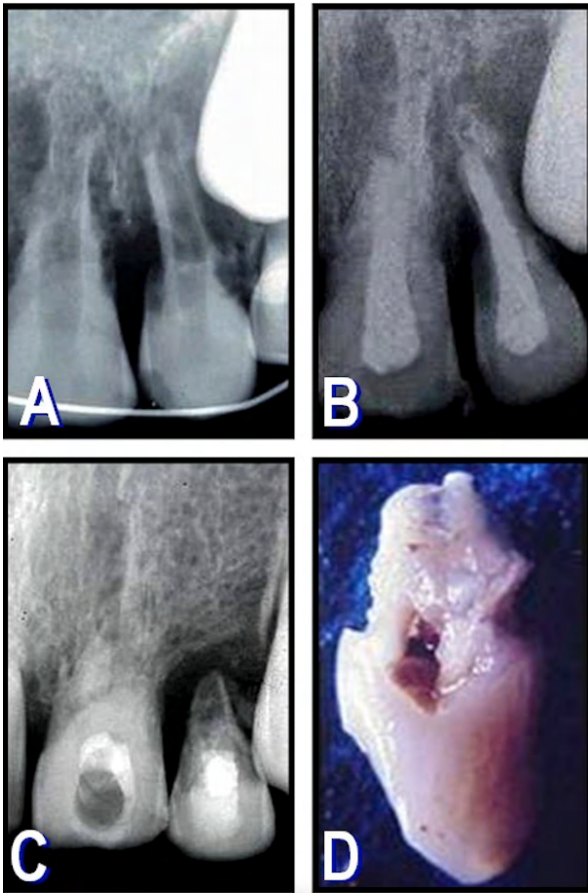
A: Radiografía preoperatoria de las piezas 21 y 22 pertenecientes al caso 4, ambas con RR cemento-dentinaria de gran magnitud que involucra la totalidad de las raíces. B: Radiografía posoperatoria inmediata en la que se observan ambos conductos radiculares obturados con ULTC. C: Radiografía de control obtenida a los 12 meses postratamiento. En la pieza 22 se observa la pérdida total de la estructura radicular. La 21 presenta una imagen compatible con RR por reemplazo (anquilosis). D: Fotografía macroscópica de la pieza 22 extraída.
